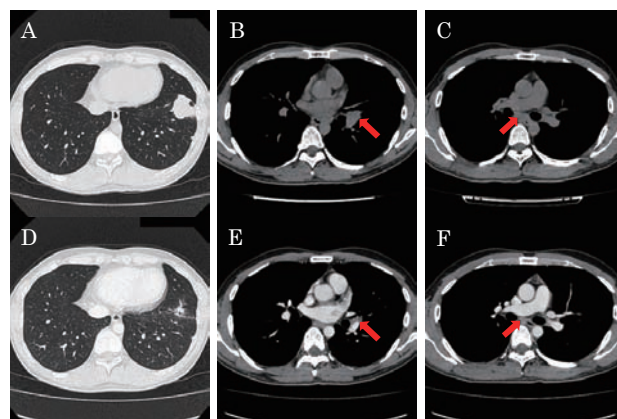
胸部 CT (A-C: Erlotinib 投与前, D-F: Erlotinib 投与後) 左下葉 S<sup>8</sup>に38×33mm の腫瘍 (A)、#11リンパ節の17×15mm の腫大 (B)、#7リンパ節の21×12mm の腫大 (C) を認め、Erlotinib 投与後には左下葉 S<sup>8</sup>の腫瘍は17×11mm (D)、#11リンパ節は14×6 mm (E)、#7リンパ節は8×3 mm (F) と縮小を認めた。
